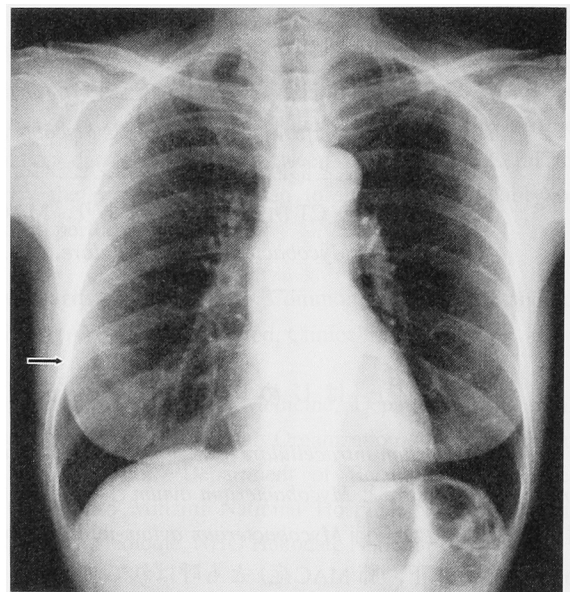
Chest roentgenogram on the first examination shows infiltrative (arrow) in the right pulmonary lower field.
